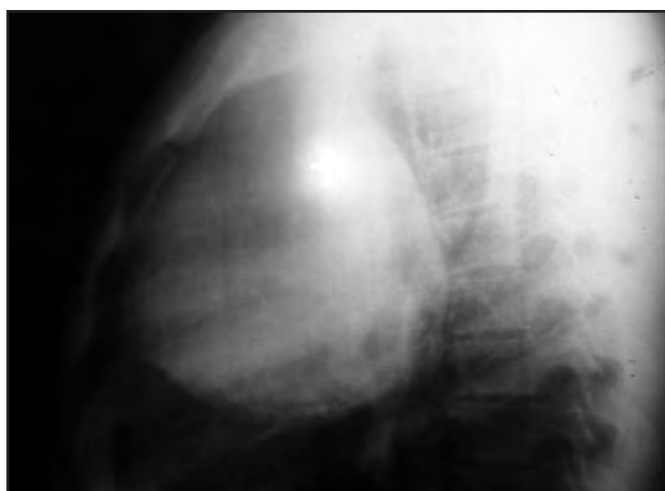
Radiografia de tórax de perfil que evidenciou a dimensão ântero-posterior no tórax
